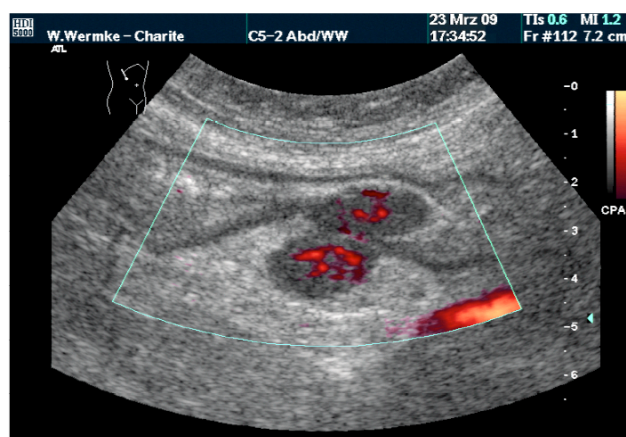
Dazugehöriges Power-Doppler-Sonogramm
